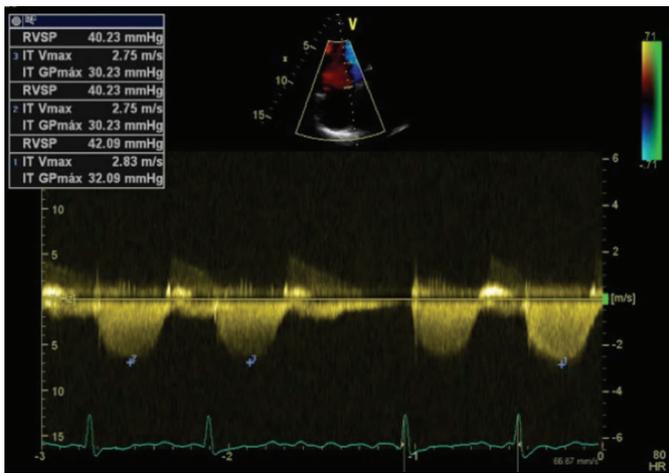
Patrón espectral del Doppler de onda continua de la regurgitación tricúspide, correspondiente a un gradiente máximo de 32 mm Hg y velocidad máxima de 2.7 m/s.
